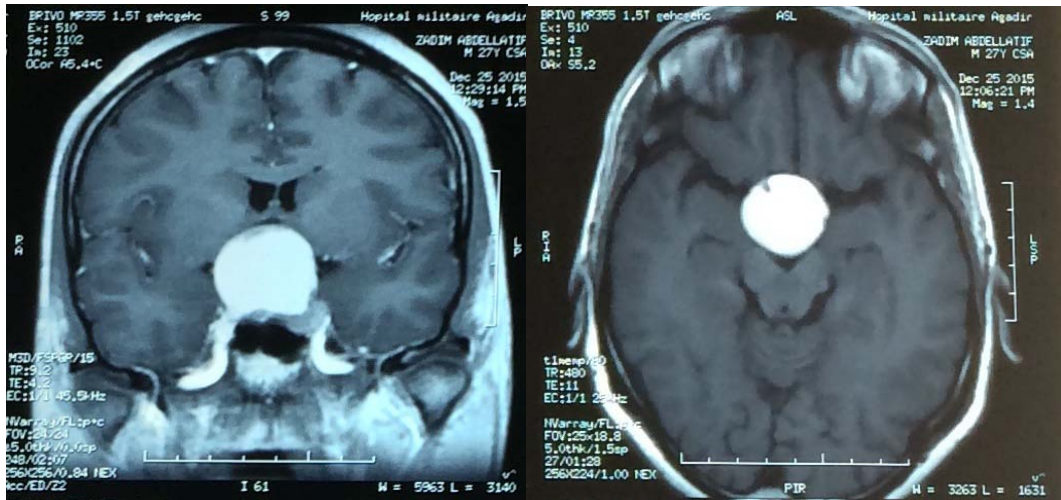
IRM cérébrale, séquence T1 avec injection de gadolinium objectivant un craniopharyngiome chez un patient opéré au service par voie endoscopique
